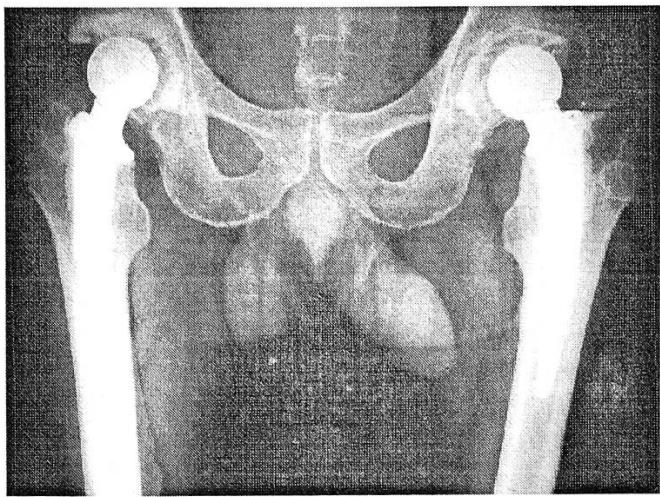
Рентгенограммы больного после двустороннего тотального эндопротезирования тазобедренного сустава.
